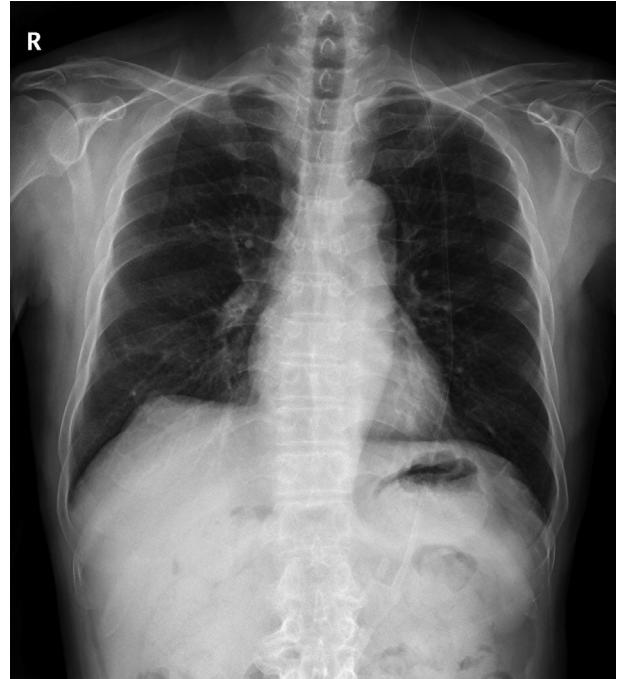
Normal chest x-ray with no pleural effusion.
